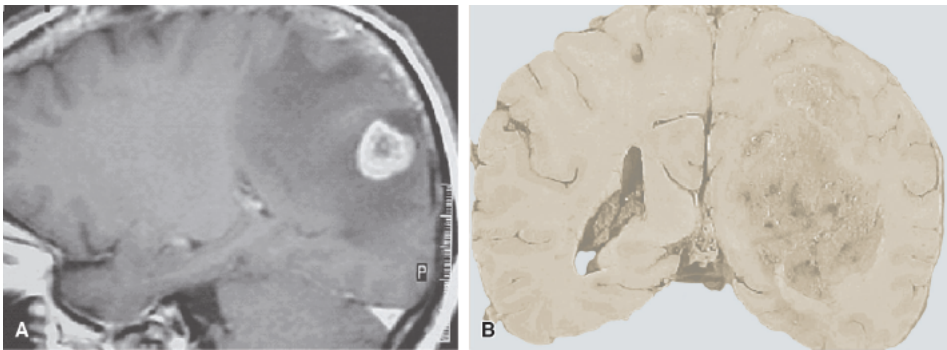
Metástases cerebrais. Ressonância magnética demonstrando lesão tumoral parietal (A) e aspecto anatomopatológico com áreas de hemorragia e degeneração cística (B). (Imagens cedidas por Giovanna Martins – Instituto de Neurologia de Goiânia.)
